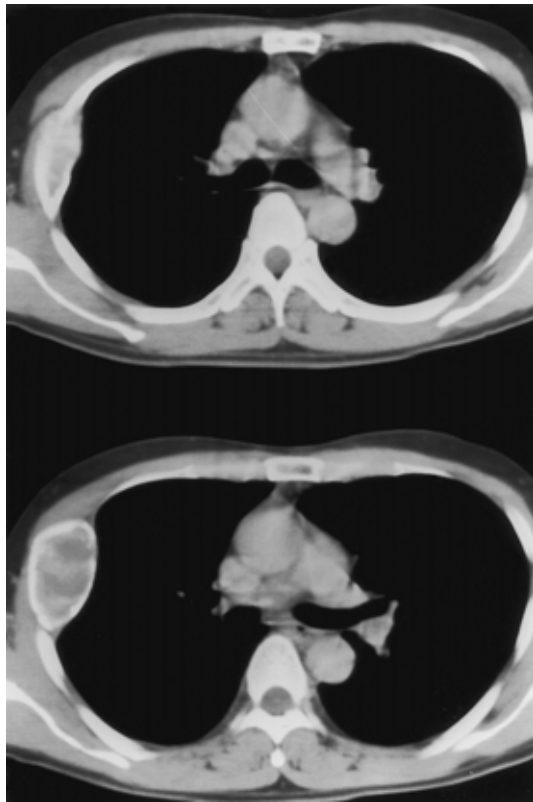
Chest CT showing the tumor on the right 4th rib surrounded by thin osseous layers.
